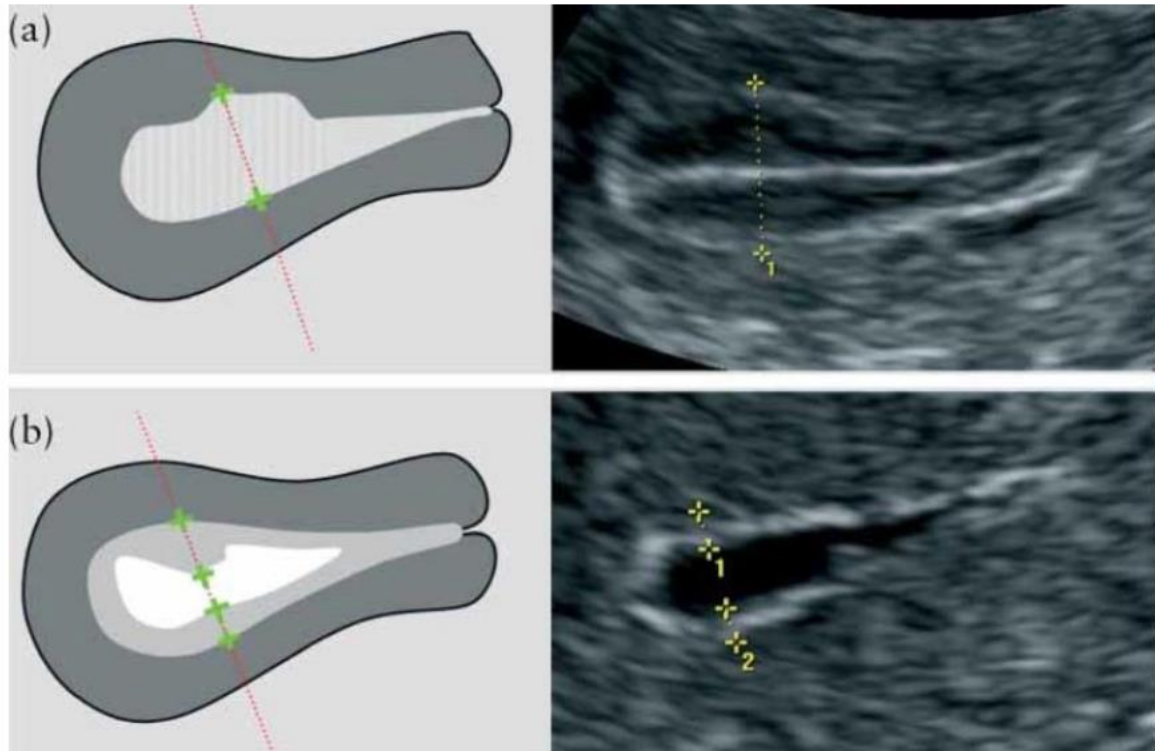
Mesure de l'épaisseur endométriale sur échographie.
